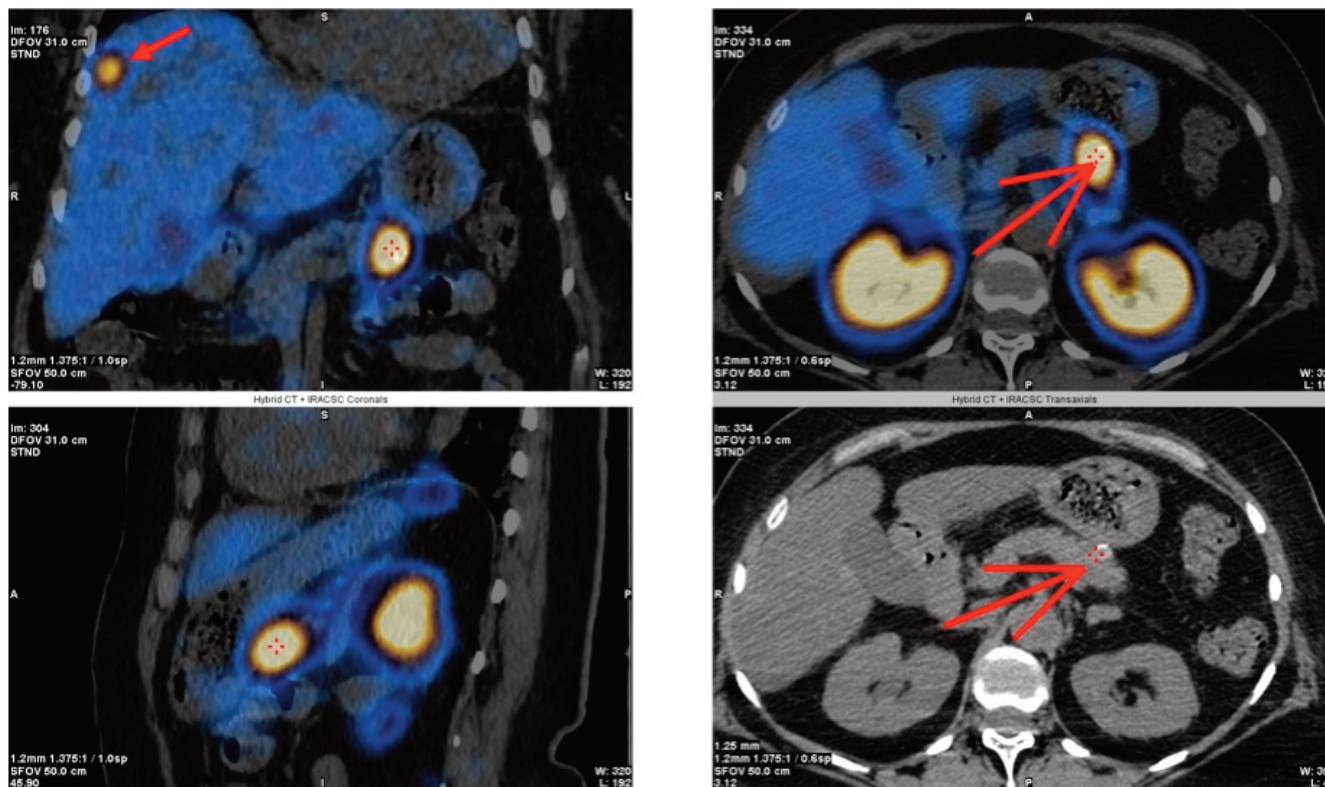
НЭО в хвосте поджелудочной железы с метастазами в печень (ОФЭКТ/КТ с ^{99m}Tc-тектротидом)
